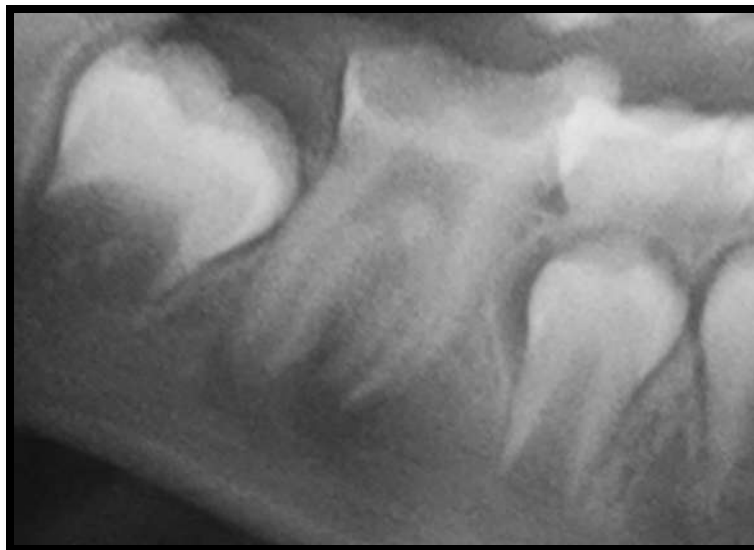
radiografía inicial.
